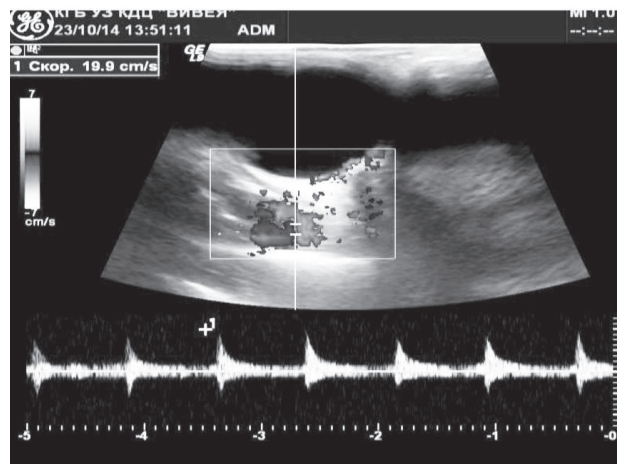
УЗИ образования методом цветного доплеровского картирования и импульсного доплера
